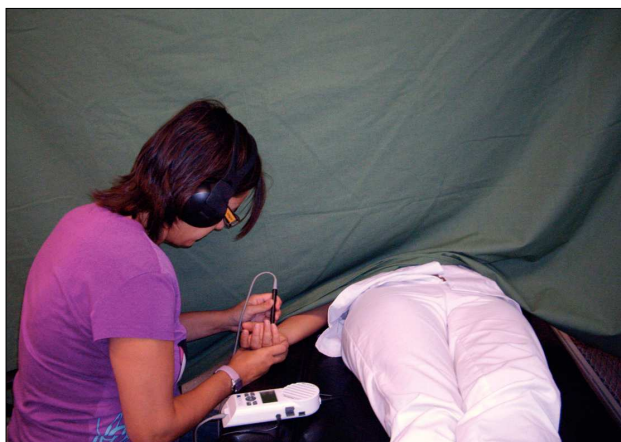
Evaluador sonografía-Doppler. Fuente: elaboración propia.
